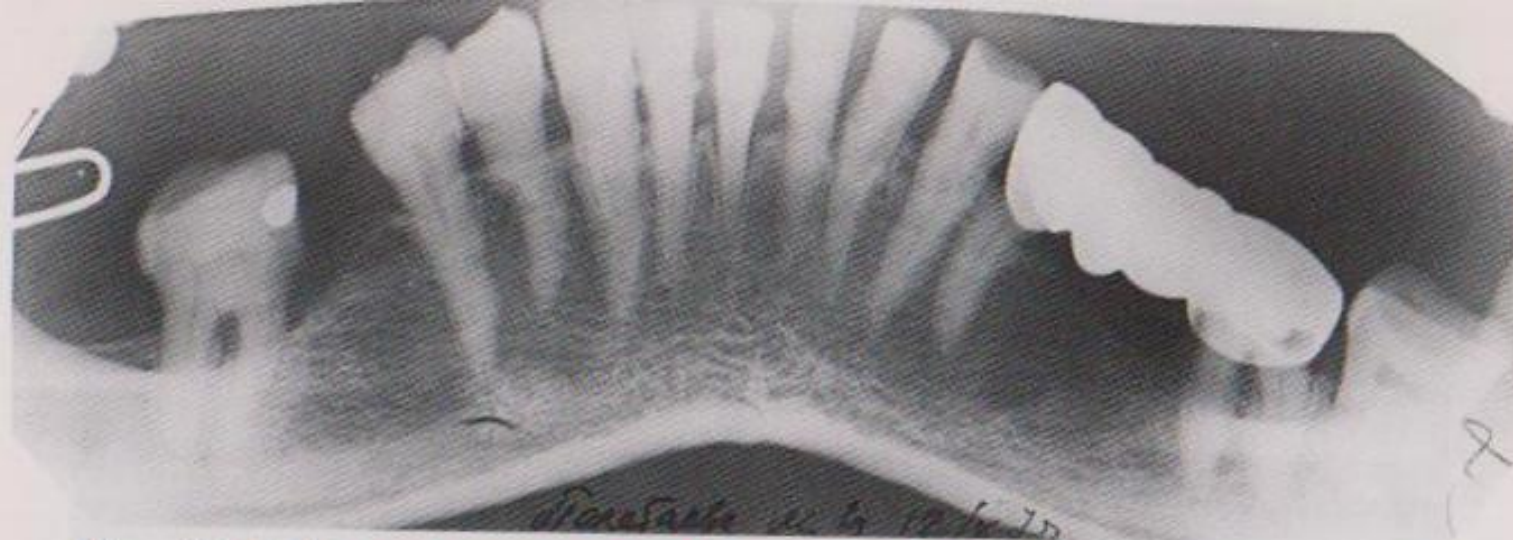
Увеличенная панорамная рентгенограмма нижней челюсти. Высота межзубных перегородок снижена на $\frac{1}{3}$ их длины корней (1-я степень). Зубные отложения. Кариес под коронкой 33.
